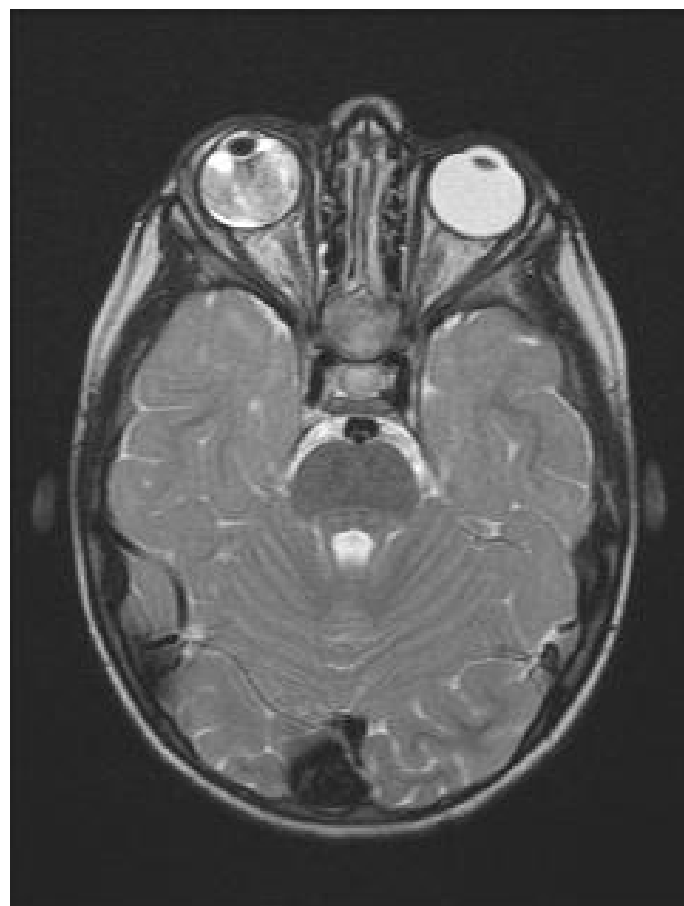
Resonancia magnética potenciada en T2. Se aprecia una masa hipointensa que ocupa prácticamente la totalidad de la cavidad vítrea del ojo derecho. No se observa afectación orbitaria ni cerebral, ni infiltración del nervio óptico.
